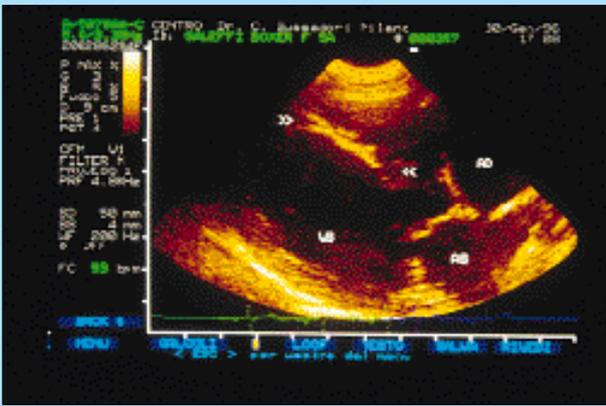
Ecocardiografia bidimensionale scansione parasternale destra asse lungo: la freccia indica la zona di fibrosi.
